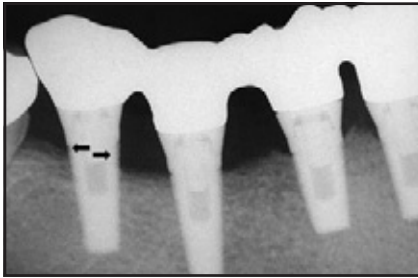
Initiale Röntgenaufnahme der vier 9x4,1-mm-Implantate (alle mit 1-mm-MCR), die eine festsitzende Versorgung im rechten unteren Seitenzahnbereich tragen. Die gesinterte Oberfläche des Implantats in der Position des zweiten Molaren war mesial und distal nicht von Knochen bedeckt (Pfeile), vermutlich weil das Implantat inkorrekt gesetzt worden war.
